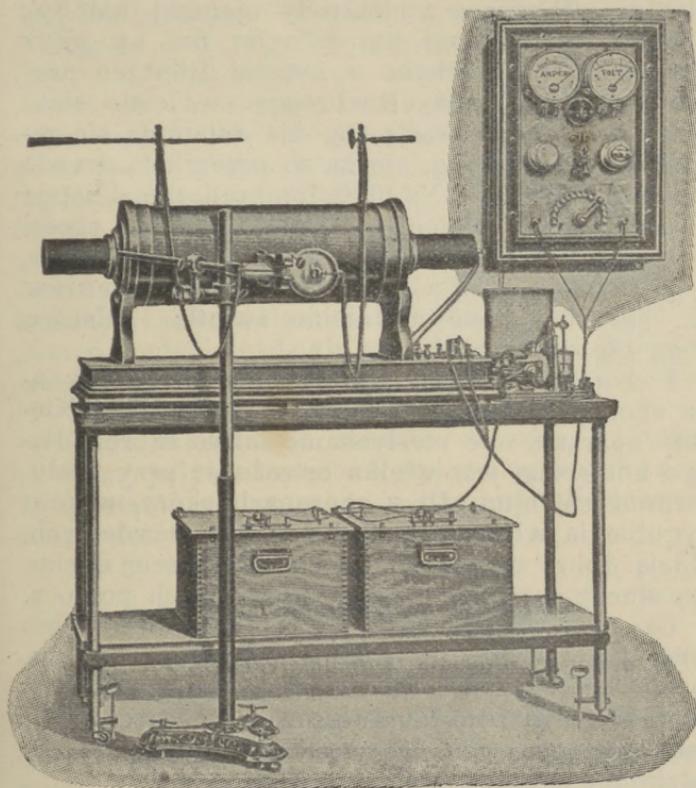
Przyrząd Röntgen'a.
